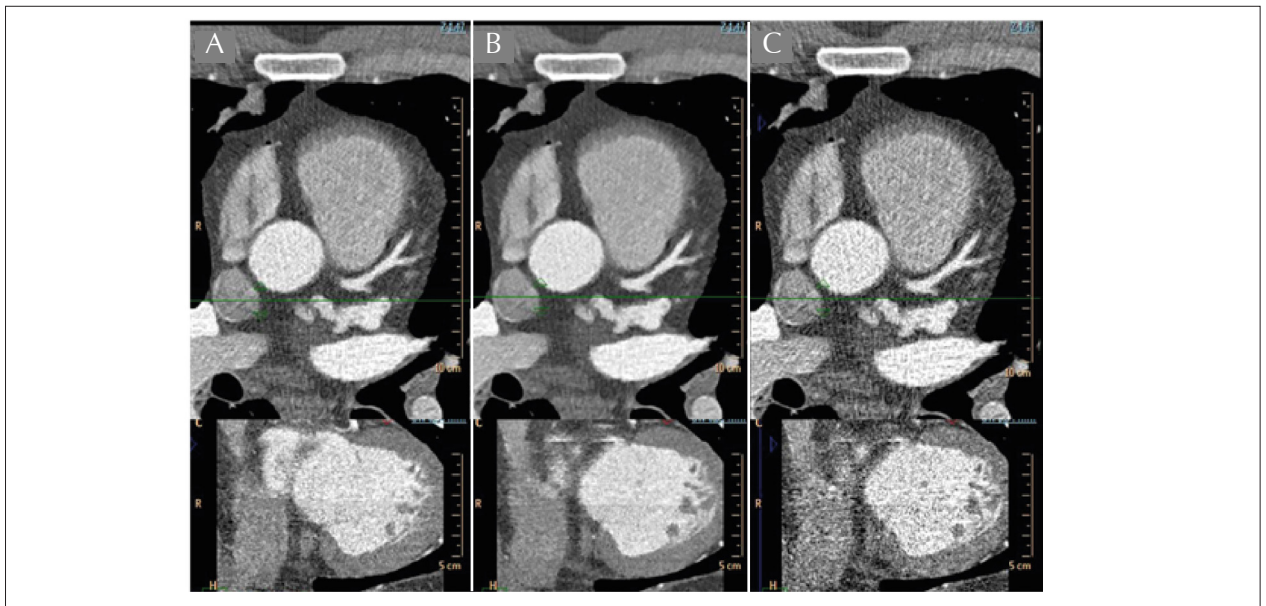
Cortes axiais e coronais de angiotomografia coronária demonstrando a diferença na relação sinal-ruído e a consequente qualidade das imagens com diferentes técnicas de reconstrução, em imagem adquirida com técnica prospectiva e baixa dose de radiação (2,3 mSv). Reconstrução iterativa nível 4 (A), reconstrução iterativa nível 7 (B) e a antiga e tradicional filtered back projection (C).
